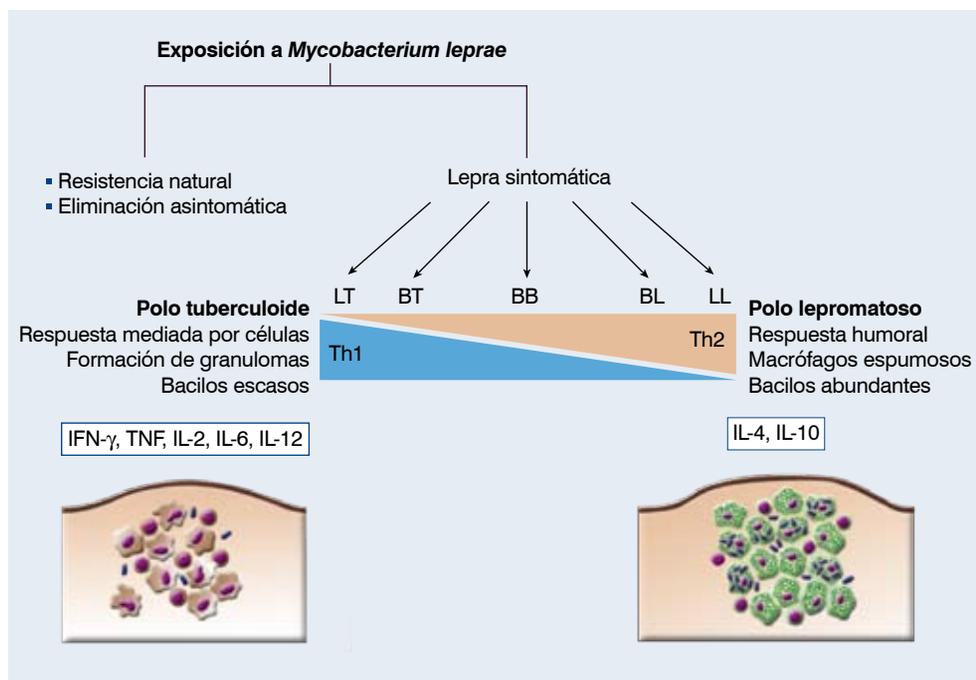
La LL se caracteriza por una respuesta inmune Th2 (IL-4, IL-10), formación de complejos inmunes, ausencia de granulomas y gran número de bacilos. Por su parte, la LT se caracteriza por un patrón de citoquinas Th1 (IFN- γ , IL-2), adecuada respuesta de células T y formación de granulomas. En la LL hay además gran producción de anticuerpos que no protegen y hay una inadecuada respuesta inmune celular. La gran mayoría de los pacientes se ubican en las categorías intermedias (BL, BB y BT) [23, 32-35].
